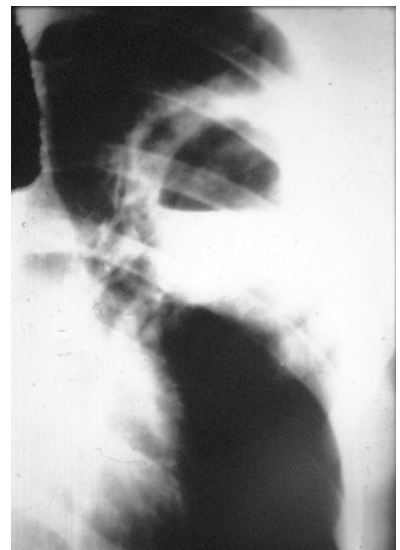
Radiografia standard. Abces acut al plămânului stâng parțial evacuat.
